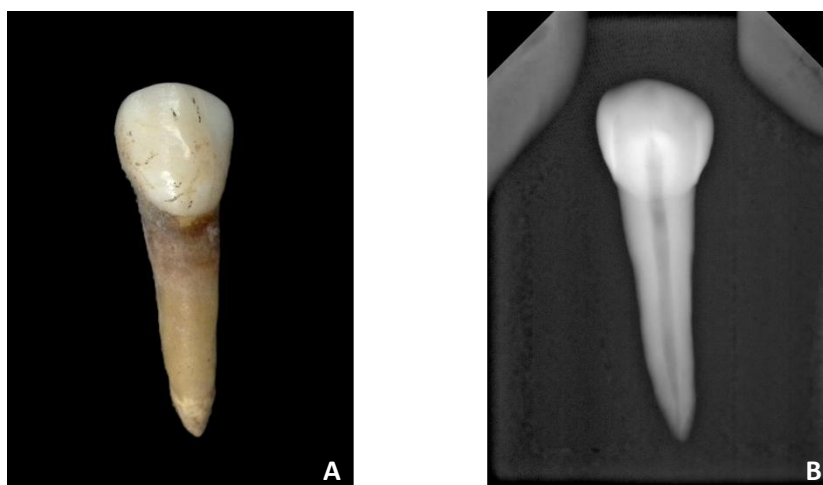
Canino superior direito (dente 13) do indivíduo 131 (PAVd'09). A – Fotografia (não se encontra em posição anatômica). B – Radiografia periapical labio-lingual com visibilidade da câmara polpar.
